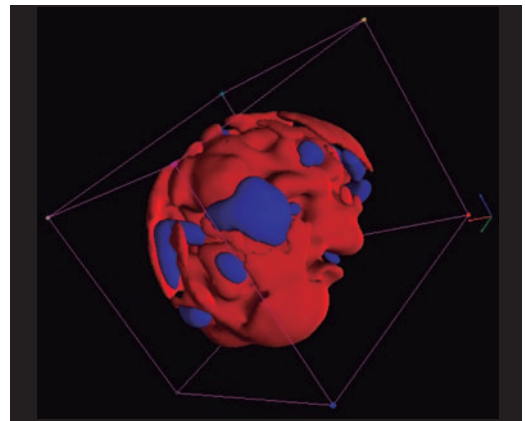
Imagen de Pet con (FDG) Fluordesoxiglucosa que muestra zonas de baja captación múltiple (PMOD-Viewer tool)
